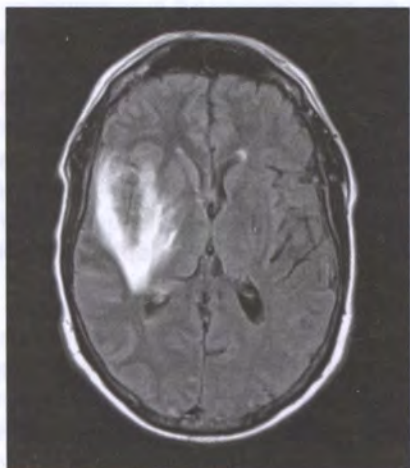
МРТ. Врожденный ВПГ-энцефалит
